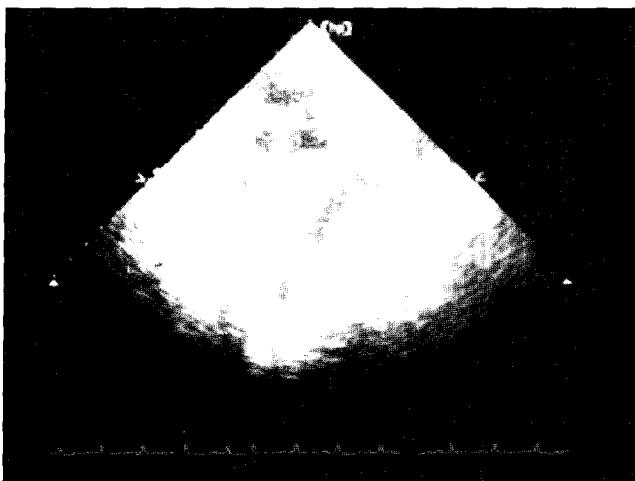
Tumor is noted on preoperative echocardiogram.
